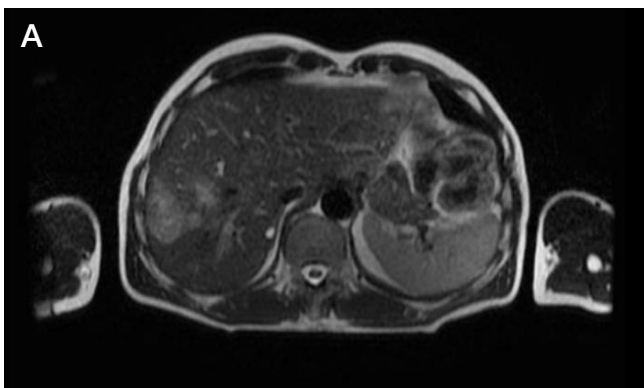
А, Б. Магнитно-резонансная томография брюшной полости от 15.07.2020
